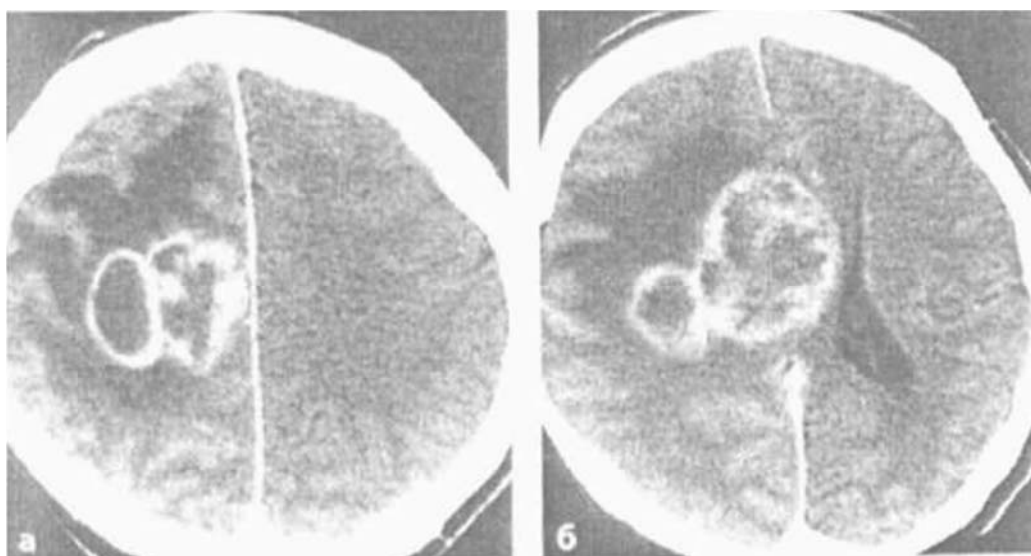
КТ. Гліобластома (а, б). Гірляноподібне накопичення контрасту. Дифузний перифокальний набряк білої речовини правої півкулі головного мозку. Зміщення серединних структур, здавлення та дислокація бічних шлуночків головного мозку.
